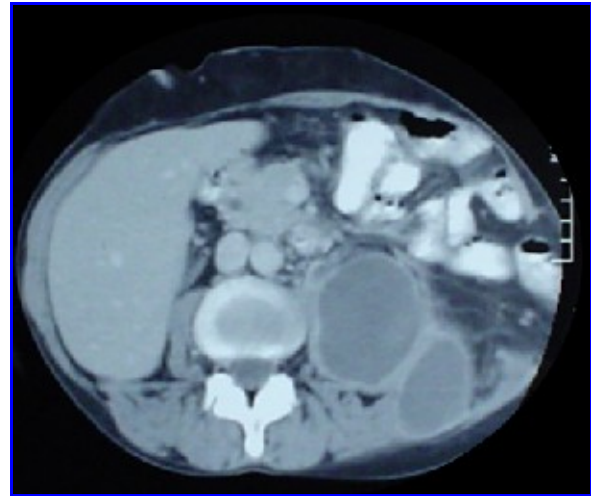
TAC de abdomen. Grosero absceso retroperitoneal secundario a perforación colónica.
